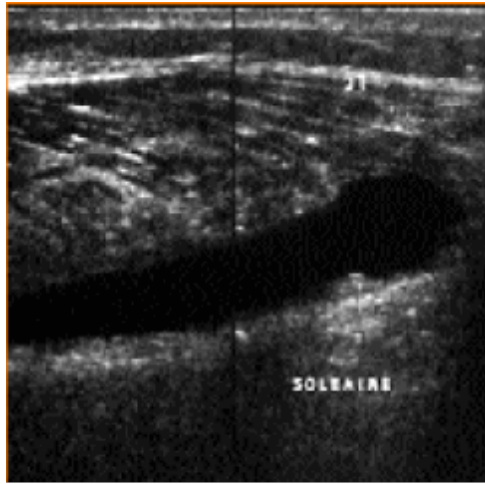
échographie d'une déchirure du mollet gauche. Source : revmed.ch
